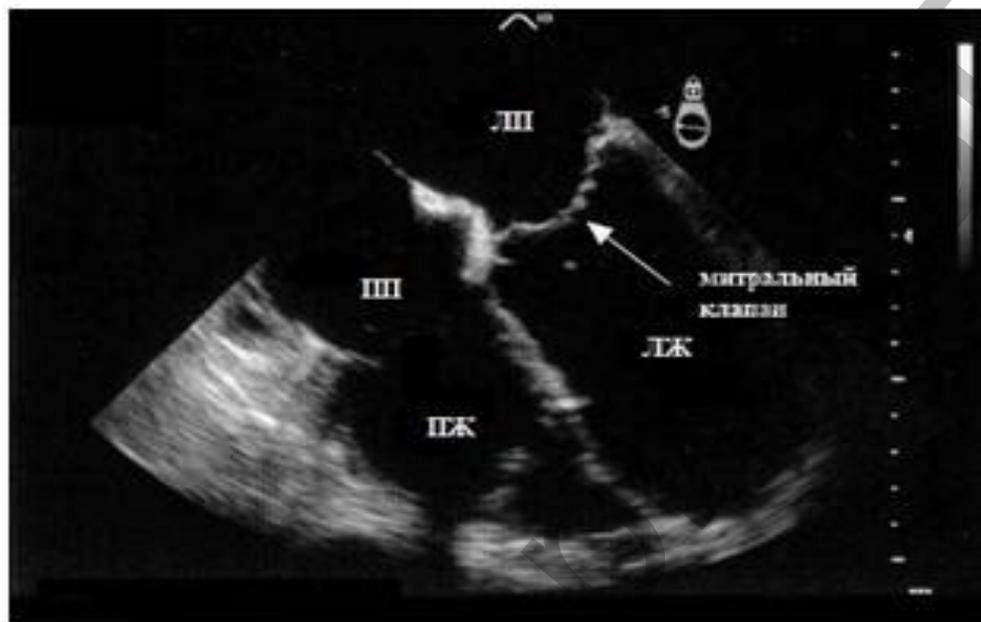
ЭхоКГ (УЗИ сердца) – «золотой стандарт» в диагностике дополнительной хорды сердца.
